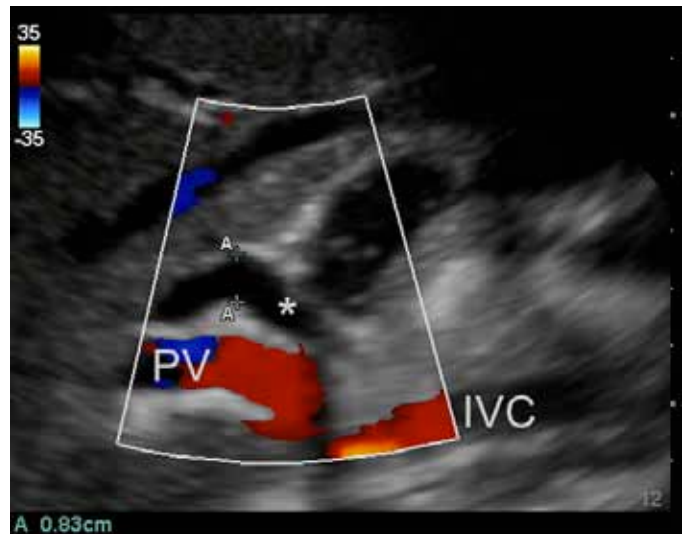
Un cholédoque ordinaire dilaté (*) est mesuré avec des compas. Le Doppler indique un débit dans la veine porte (VP) et dans la veine cave inférieure (VCI).
